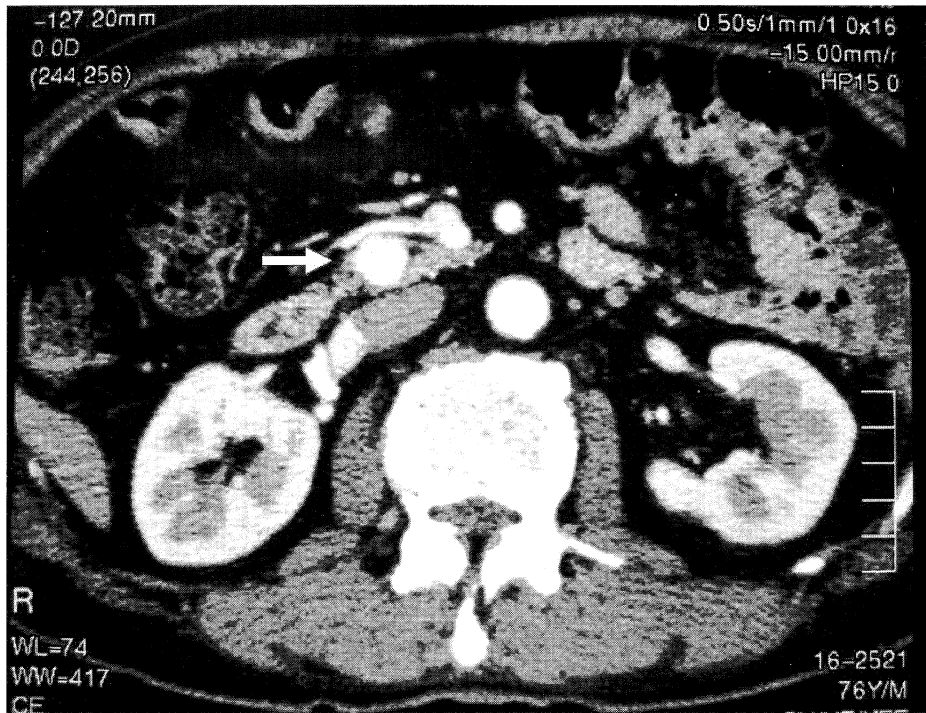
Abdominal enhanced CT showed a hypervascular round mass 15mm in diameter, in the pancreatic head.
